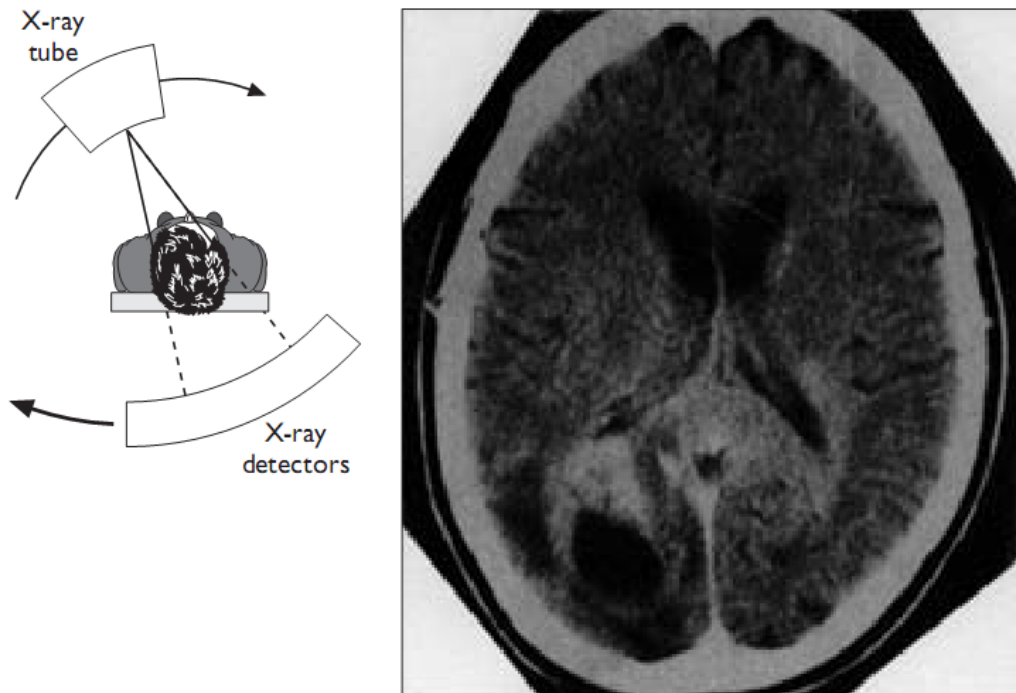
Computed tomographic scan across cerebral hemispheres.
